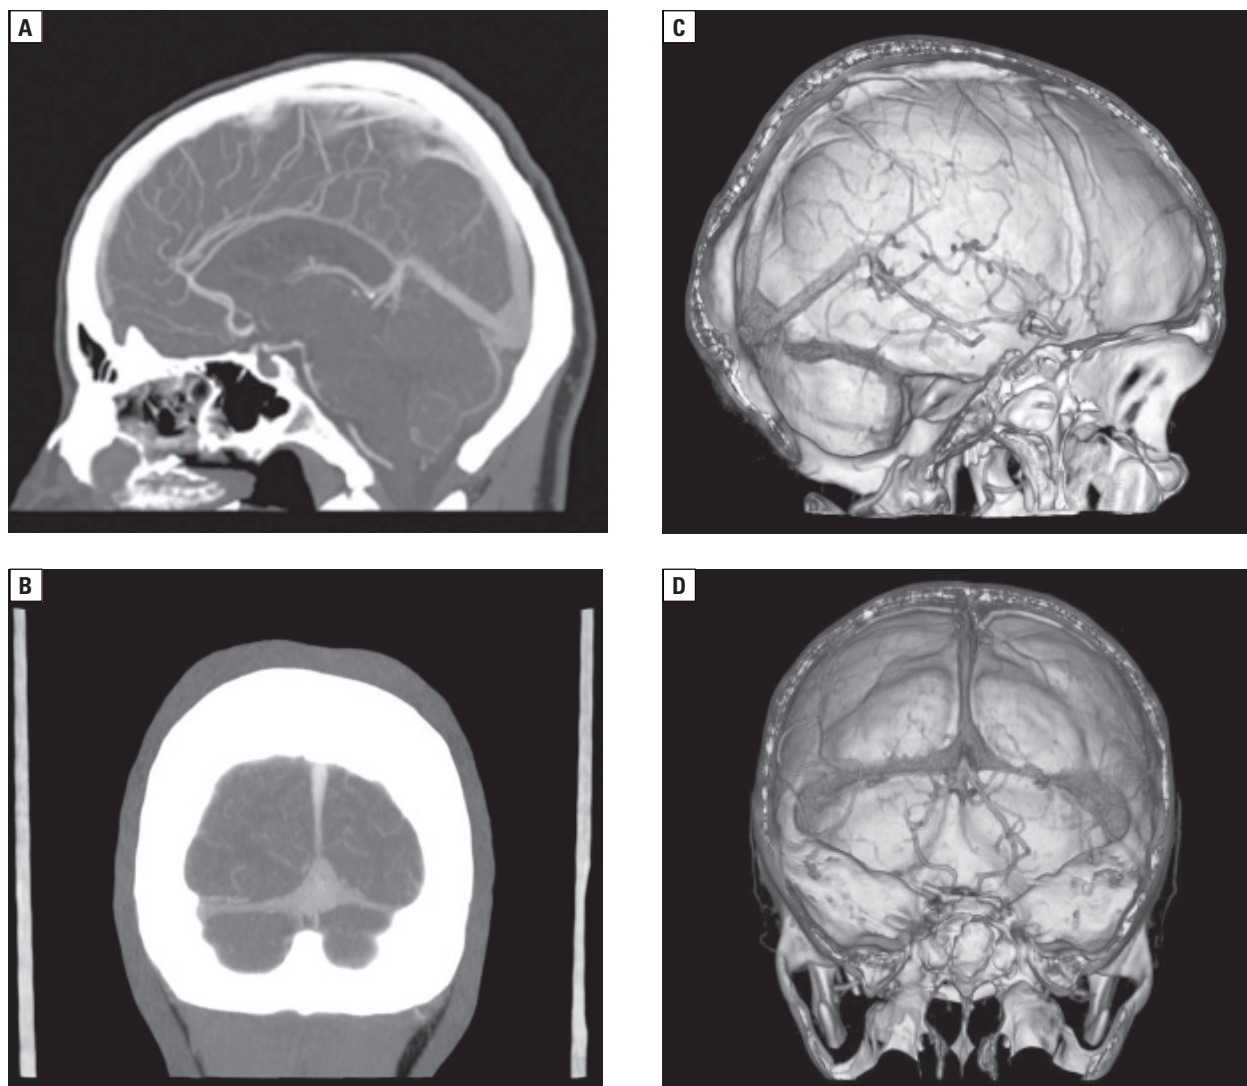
Cerebral vein thrombosis — a study carried out during treatment (angio-CT, 30/18/2010)
